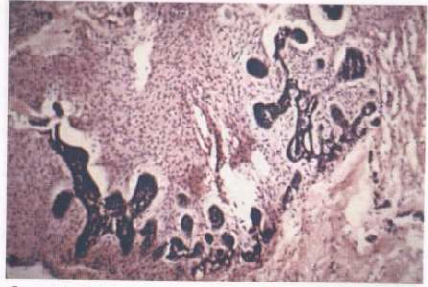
Fibroodontoma ameloblástico. A. Radiografía de la región del ángulo mandibular derecho en la que se observa un área radiolúcida, con diversas zonas radiopacas con apariencia de tejido dentario en su interior. Es notorio el rechazo de los molares adyacentes a la lesión. B. Radiografía oclusal lateralizada con expansión cortical que complementa el estudio anterior. C. Tumor odontogénico compuesto. En esta imagen se aprecia un fibroma ameloblástico de características similares que las de los descritos en la figura 29-9. D. En la misma lesión se aprecia un odontoma, compuesto por dentinoide y tejido cementario. Los espacios claros estarían ocupados con esmalte.
